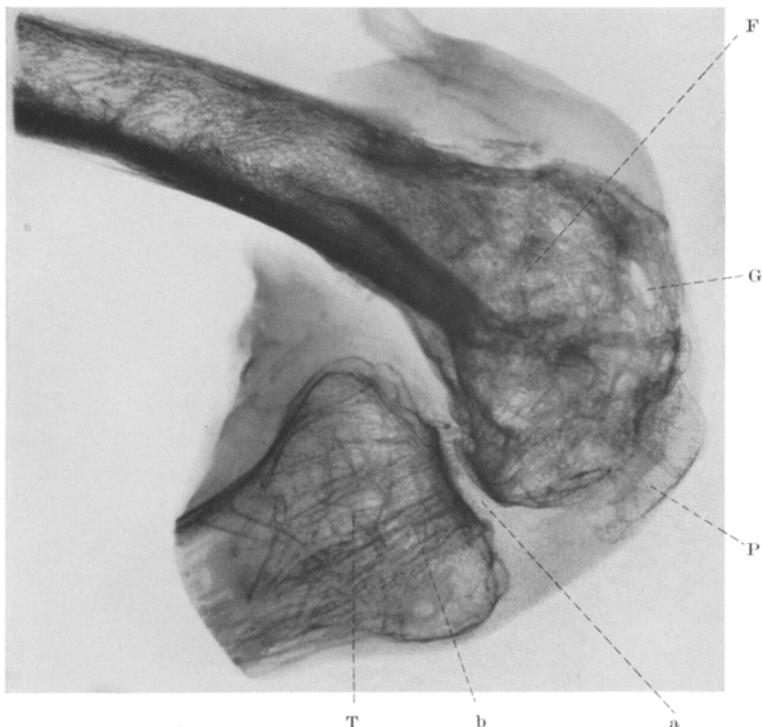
Röntgenbild des halben Kniegelenks, entsprechend Abb. 1. Die hochgradig porotische Kniestiebe P zum Teil vom Femurkondyl F gedeckt. T Schienbein mit hochgradiger Porose der Bälkchen, F die vollkommen atrophische Spongiosa des Femur mit Gumma-defekt G dazwischen, a dauernde Berührungsstelle zwischen Oberschenkel und Schienbein, dieser entsprechend ein Verdichtungszug der Spongiosa b.
